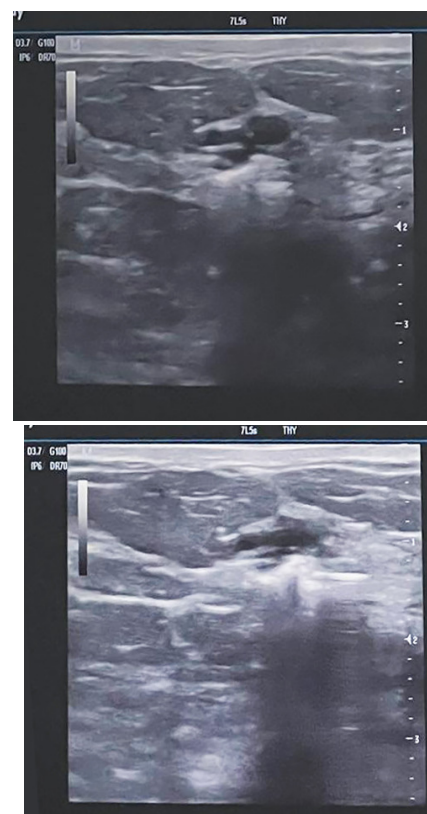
УЗИ-картина кисты молочной железы
